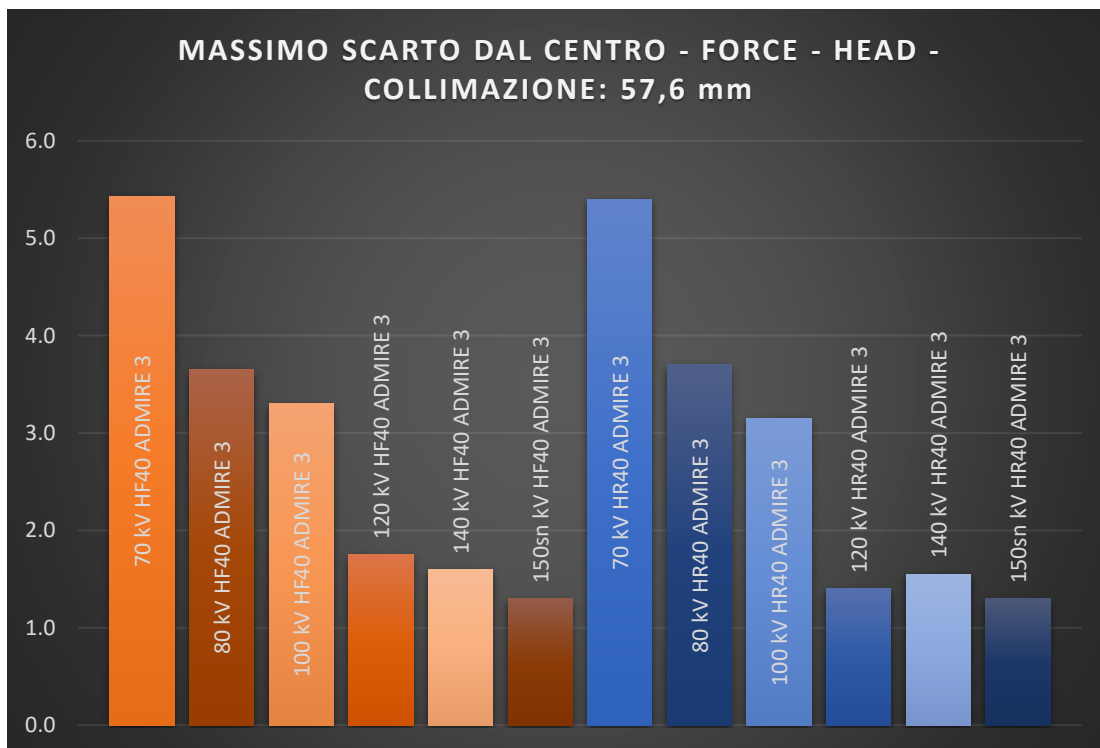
MASSIMO SCARTO AL VARIARE DELLE ENERGIE IN CT FORCE, COLLIMAZIONE 57.6 mm, LIVELLI DI RICOSTRUZIONE INTERMEDI, ACQUISIZIONE HEAD
